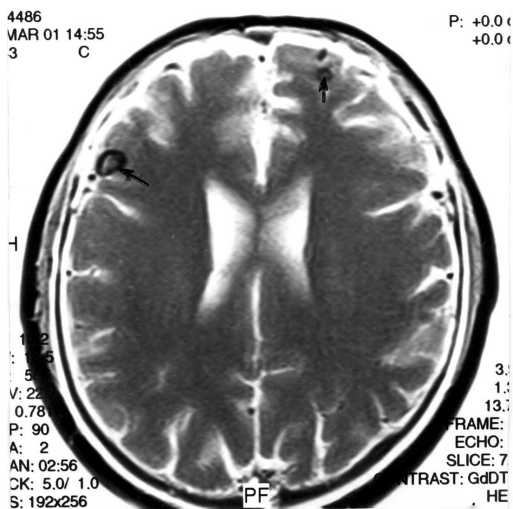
МРТ головного мозга больного 3., 61 года, с диагнозом «эхинококкоз головного мозга»: определяются участки накопления контраста в виде колец от 4 до 11 мм в диаметре в левой лобной и правой височной областях (указаны стрелками)
